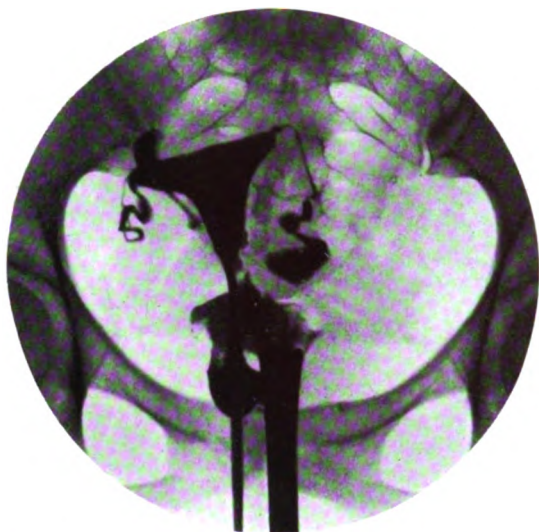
Jeune fille de 21 ans sans passé génital. Dysménorrhée rebelle. A un premier examen, on a trouvé une rétroversion qui a été réduite. Malgré cela, les règles sont restées douloureuses. A la radiographie, la trompe gauche est distendue et, sur la radiographie, faite le lendemain, l'ampoule tubaire était toujours visible. A l'intervention, utérus très mobile; ovaire scléro-kystique gauche avec hydrosalpinx.
